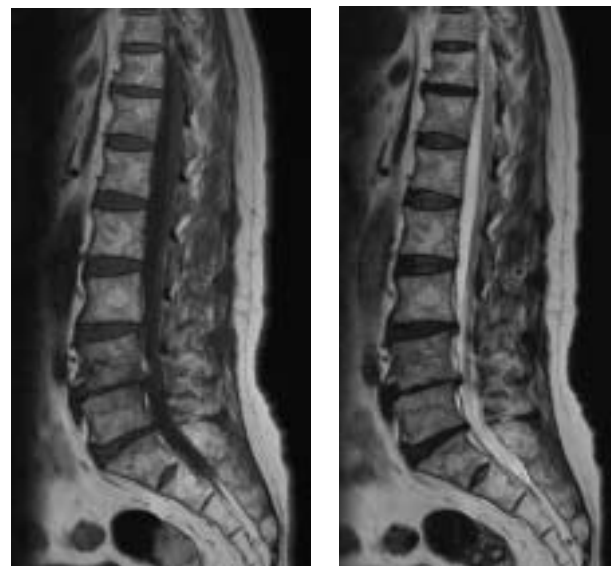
70 歳・男性。高齢者の骨髓。腰椎 MRI (T1WI, T2WI 矢状断像)
